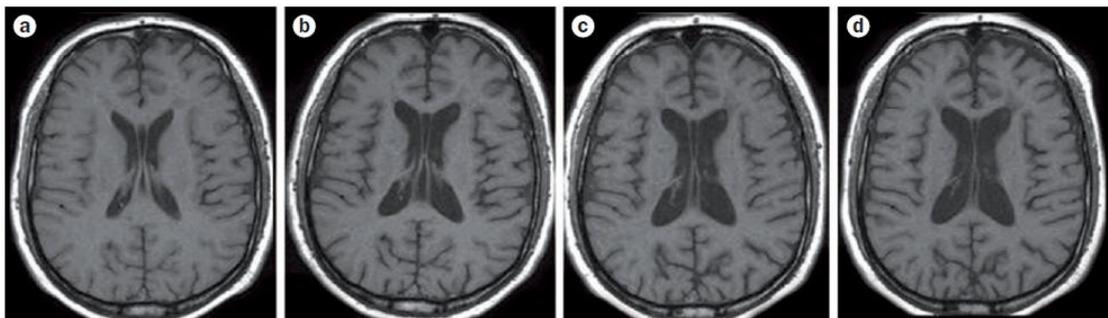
Progresión de la enfermedad visualizada en RMN. (Modificado de Wattjes MP, et al. 2015.)
